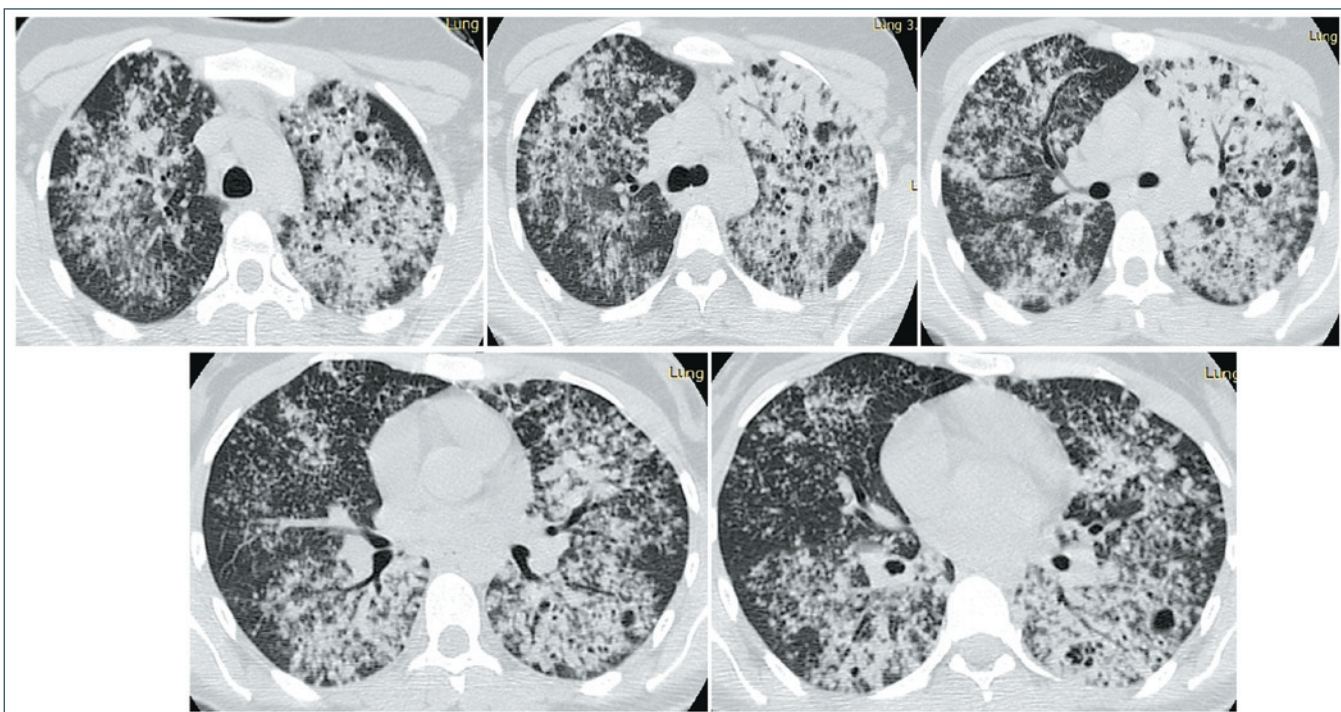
Пневмоцистная пневмония на фоне ВИЧ-инфекции, вызванная *Pneumocystis jirovecii*. КТ органов грудной клетки
